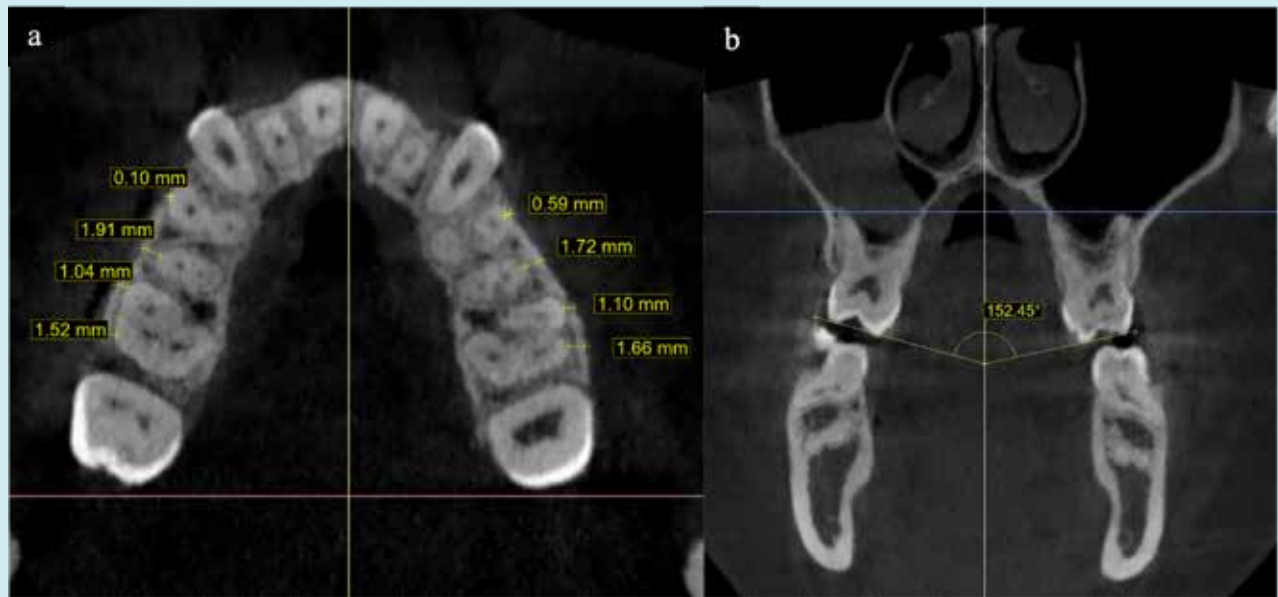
Analyse dento-alvéolaire sur CBCT pré-activation (T0). (a) Coupe axiale au niveau de la trifurcation de la première molaire : épaisseur osseuse vestibulaire (BBT) mesurée aux quatre repères par hémis-arcade (PM1, PM2, MB-M1, DB-M1). (b) Coupe coronale : inclinaison dentaire molaire (DI), définie par l'angle formé par les tangentes passant par les cuspidés vestibulaires et palatines des premières molaires controlatérales.
